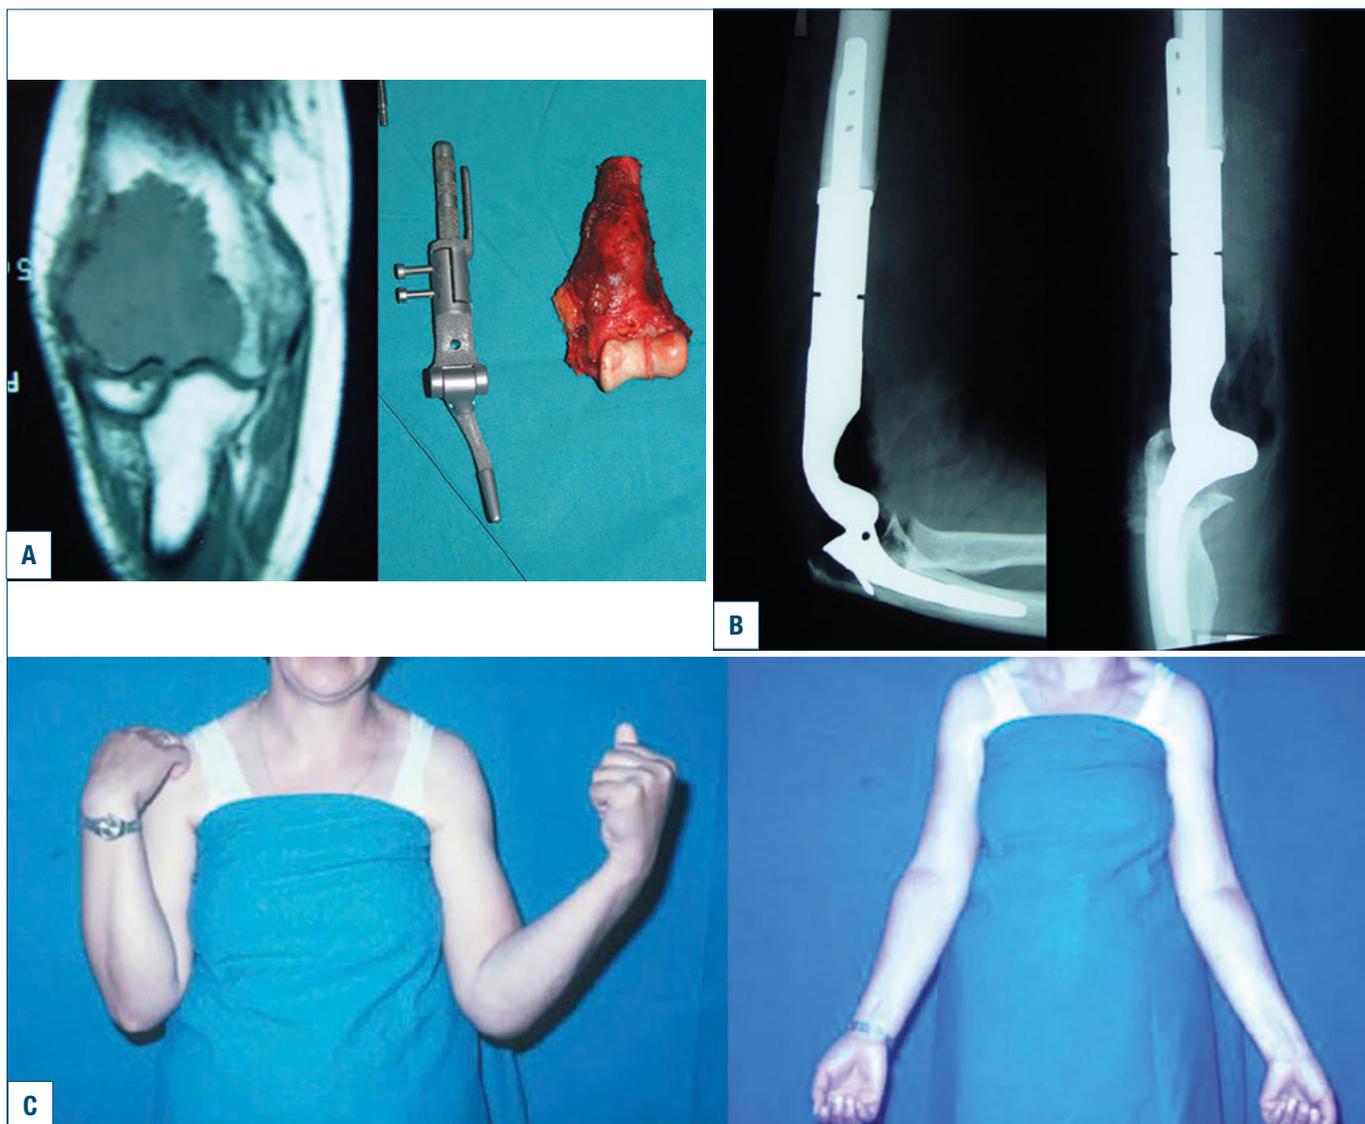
Caso clinico: paziente con tumore a cellule giganti. (A) RM pre-operatoria, segmento resecato e protesi modulare. (B) Controllo Rx-grafico. (C) Immagini cliniche del paziente.
